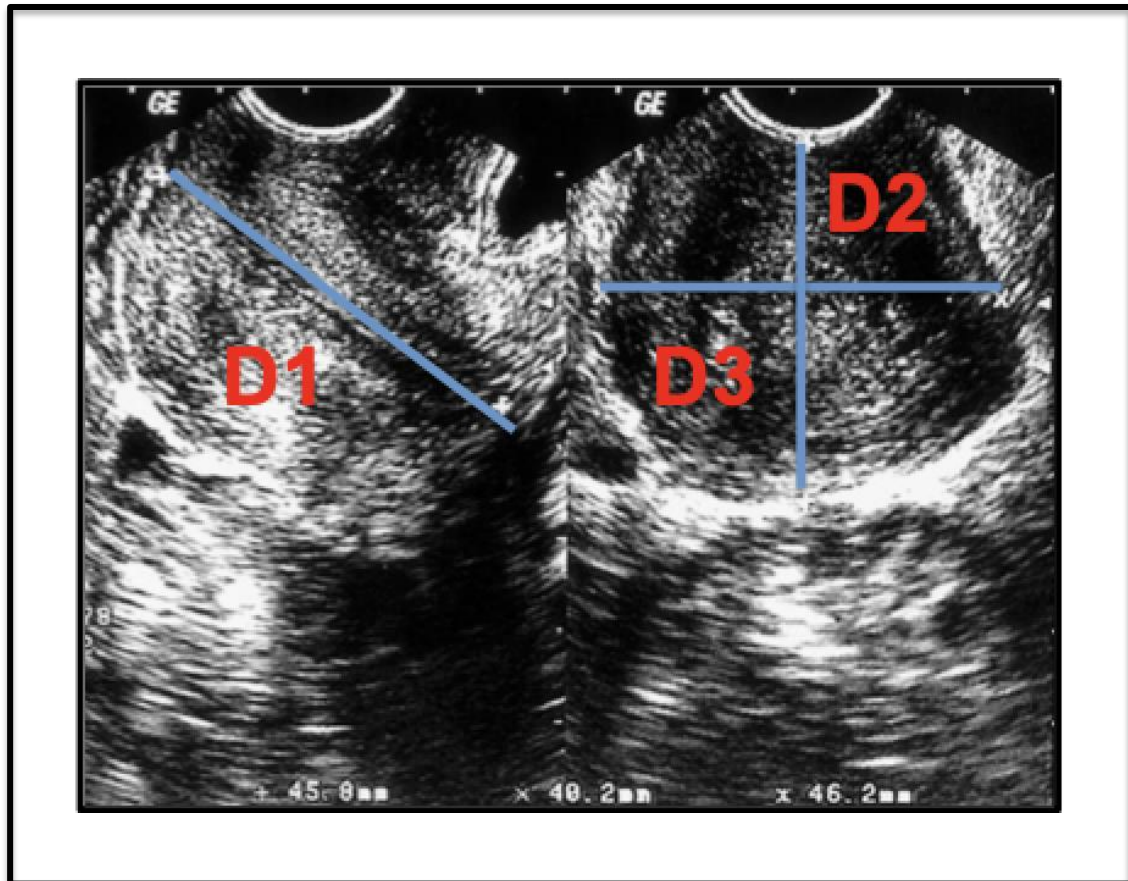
Medición del volumen cervical mediante ecografía bidimensional* ¹⁸⁶
